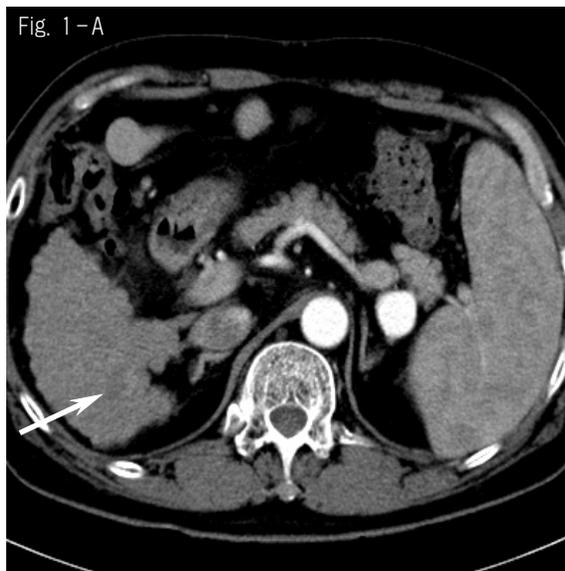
1B Axial contrast-enhanced hepatic arterial phase CT scan (A) shows a 1.3cm HCC (arrow) with partial enhancement in the segment VI of the liver. Axial contrast-enhanced hepatic delayed phase CT scan (B) shows a same lesion with low attenuation.
